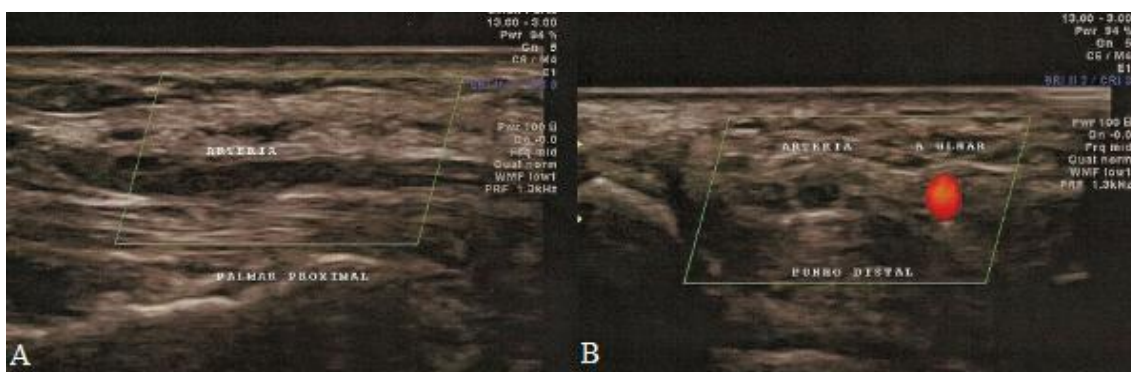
Persistência da artéria mediana em trajeto longitudinal (A). Artéria mediana de calibre aumentado, de paredes espessadas e ausência de fluxo ao estudo Doppler e artéria ulnar patente (B).
